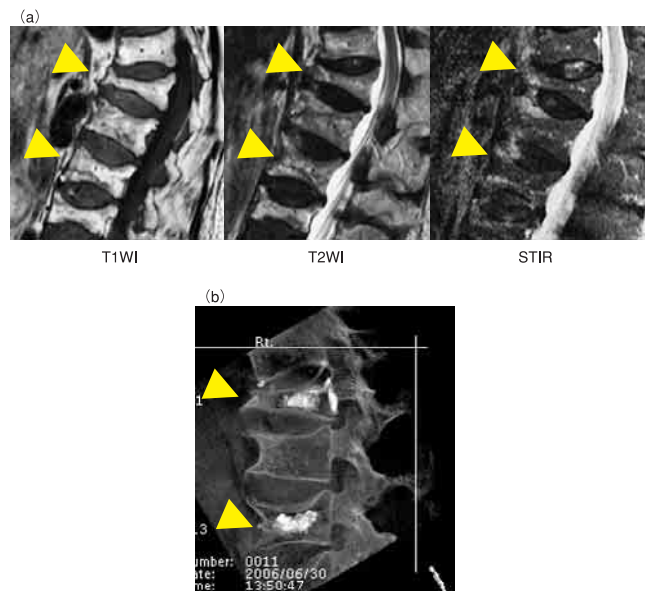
術前MRI (a) とPVPでの骨セメントの分布 (b). 症例73歳, 女性. 術前MRIでは椎体に楔状圧迫骨折を数箇所認められるが, 信号は正常椎体とほぼ等信号化している. 骨セメントの分布はびまん性の拡がりを認めた.
